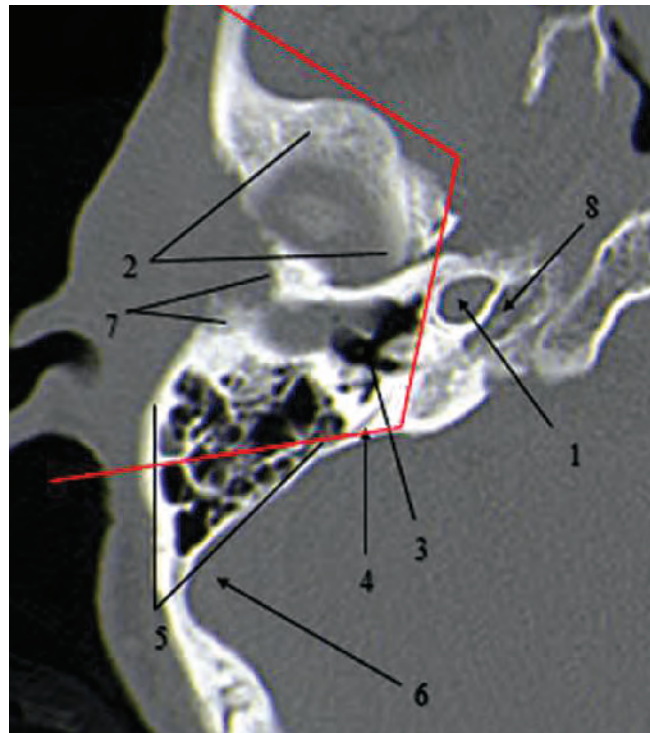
Компьютерная томография больного А. с раком кожи правой височной области T4N0M0 (University of Pittsburgh) от 26.10.2011. Остаточная опухоль после ранее проведенного химиолучевого лечения. 1 — канал внутренней сонной артерии, костные контуры четкие, признаков деструкции нет; 2 — нижнечелюстная ямка, определяется стертость контура, что говорит о рентгенологических признаках костной деструкции; 3 — полость среднего уха, аэрация барабанной полости не нарушена, костные структуры среднего уха визуализируются; 4 — задний полукружный канал; 5 — сосцевидный отросток, ячейки контурируются полностью, их пневматизация не нарушена; 6 — сигмовидный синус; 7 — область наружного слухового прохода, определяется стертость контура слухового канала; 8 — область верхушки пирамиды, признаков костной деструкции нет. Красной линией обозначены границы субтотальной резекции пирамиды височной кости. Операция сопровождалась резекцией скуловой дуги, суставного отростка нижней челюсти, части ячеек сосцевидного отростка с включением барабанно-сосцевидной части канала лицевого нерва
